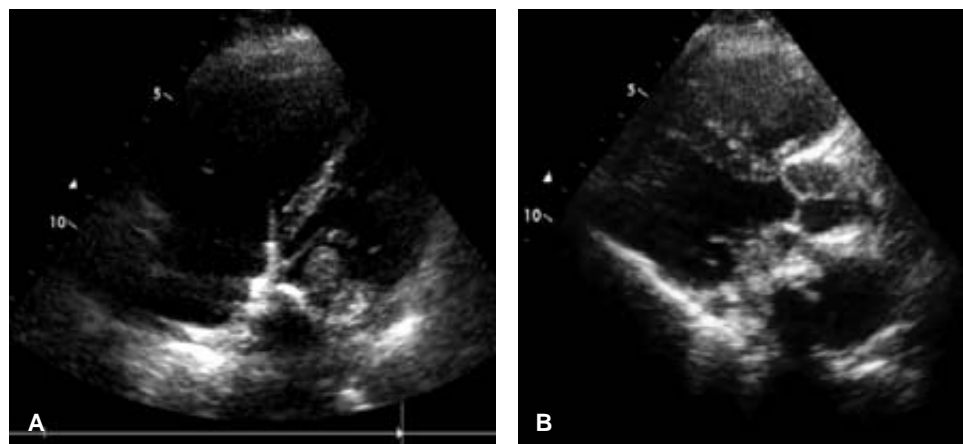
A) Eje apical 4 cámaras, gran tumoración que se extiende en la pared lateral y techo de la aurícula derecha. B) Eco 3D. Eje apical 4 cámaras, gran tumoración que se extiende en la pared lateral y techo de la aurícula derecha.
